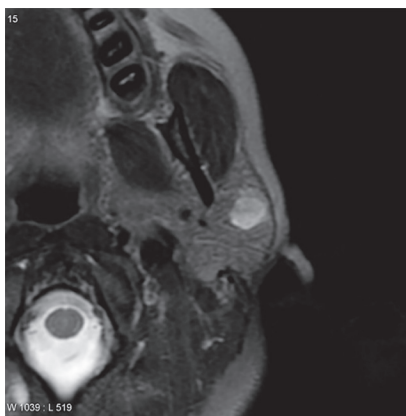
На МРТ-снимке в аксиальной проекции, в режиме T2, представлено округлой формы гиперинтенсивное образование в наружных отделах левой околоушной слюнной железы с ровными контурами (плеоморфная аденома)
